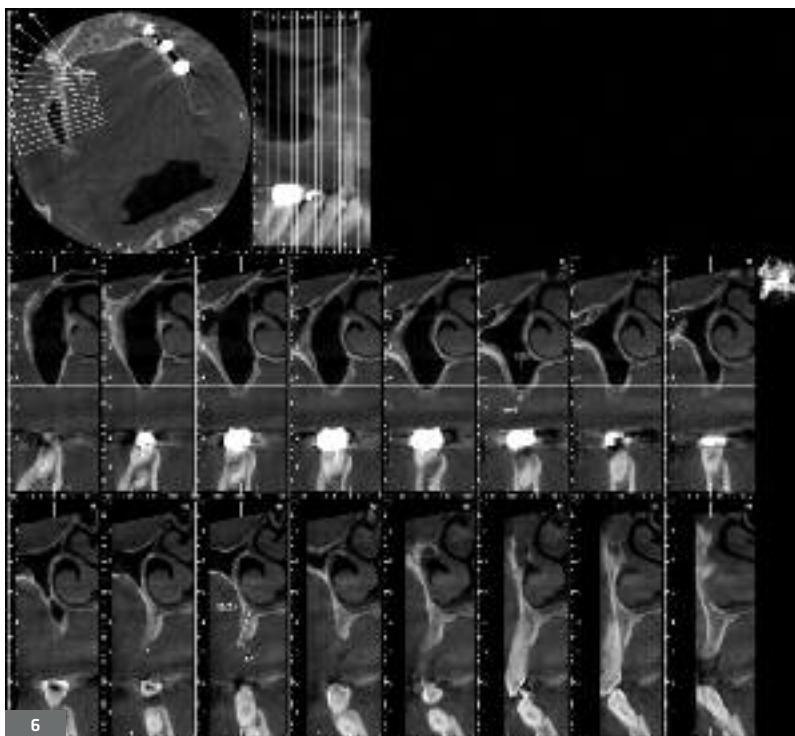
CBCT pré-implantaire. Au niveau de 14 on note une hauteur de crête de 11.7 mm et une largeur de près de 2 mm. Au niveau de 16, on note une crête suffisamment large pour mettre un implant de 5 mm de largeur et une hauteur osseuse sous sinusienne légèrement inférieure à 3 mm. L'artère alvéolo-antrale est intra-osseuse mais relativement haute.
